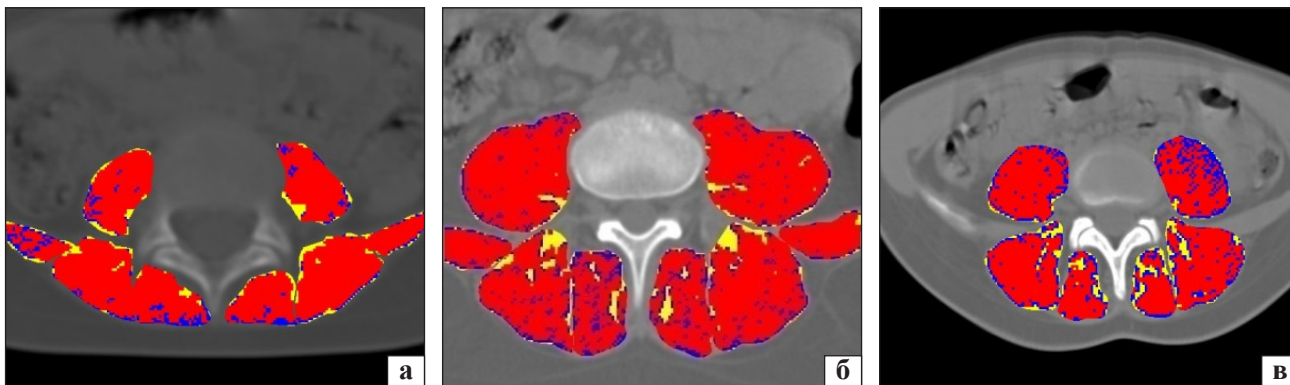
Аксіальні зрізи КТ на рівні L_{IV}–L_V у віці 5 (а), 15 (б), 20 (в) років
